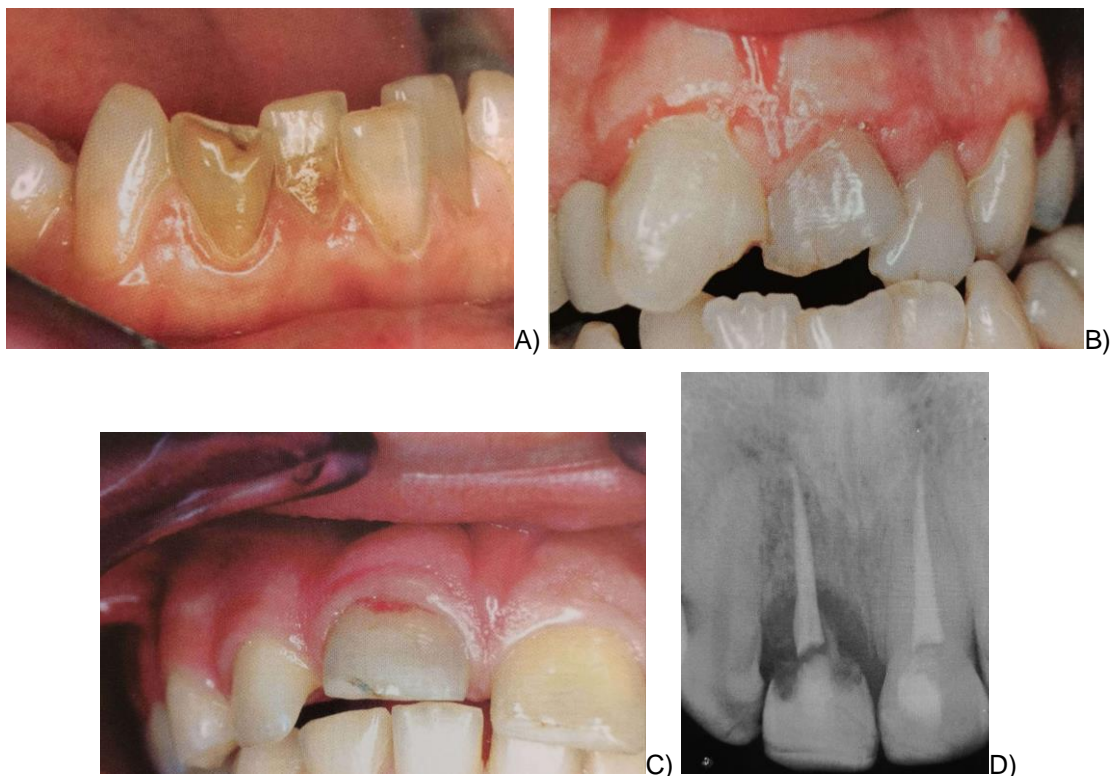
A y B) Se observa un cambio de coloración amarillo o grisáceo tras un traumatismo. C) Fotografía clínica en donde se observa que el incisivo central superior derecho muestra un cambio de color debido a una reabsorción cervical. D) Radiografía del incisivo central superior izquierdo que conforma una reabsorción cervical.
